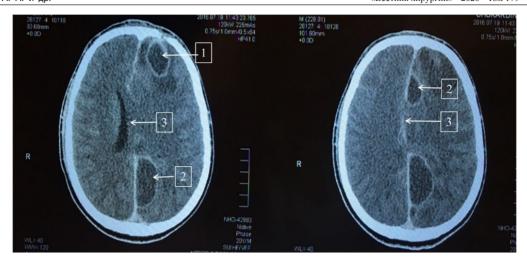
СКТ головного мозга с контрастированием (контроль в динамике) пациента Ч., 20 лет: 1 — внутримозговой абсцесс в левой лобной доле; 2 — субдуральный абсцесс в межполушарной щели; 3 — смещение срединных структур до 7,0 мм
